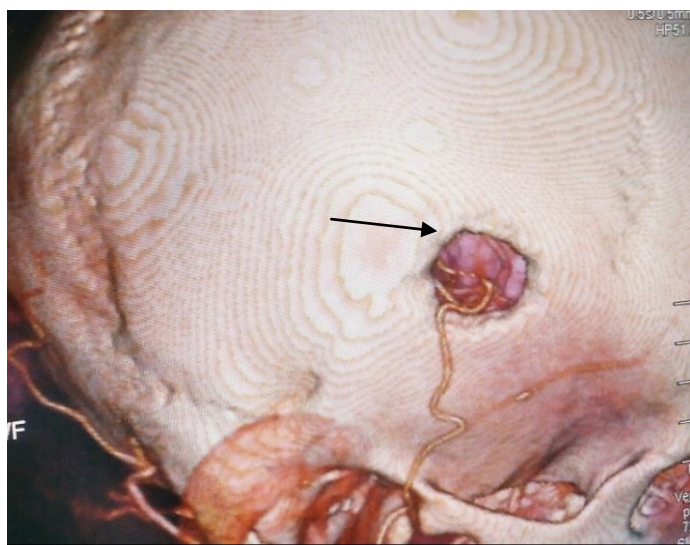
Резекционная трепанация черепа. Мультиспиральная 3-D КТ-ангиограмма ЭИКМА справа. Визуализируется функционирующий анастомоз между правой поверхностной височной артерией и сегментом М-4 правой СМА (стрелка)
